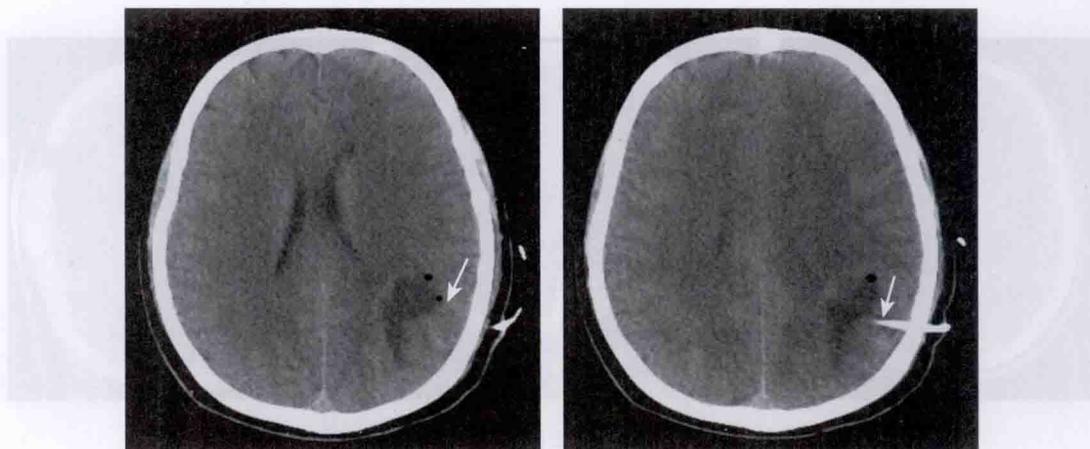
左顶枕叶胶质瘤部分切除前、引流后的 CT 表现
